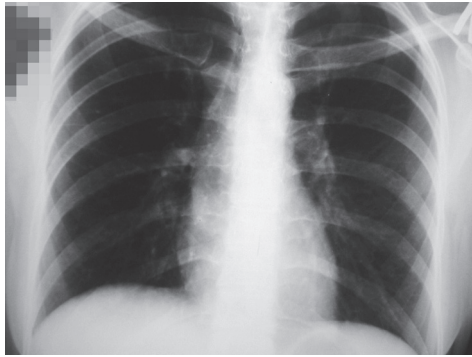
Обзорная рентгенограмма той же пациентки через 3 нед лечения ко-тримоксазолом. Пневмоцистная пневмония в фазе рассасывания. Беременность — 17 нед
